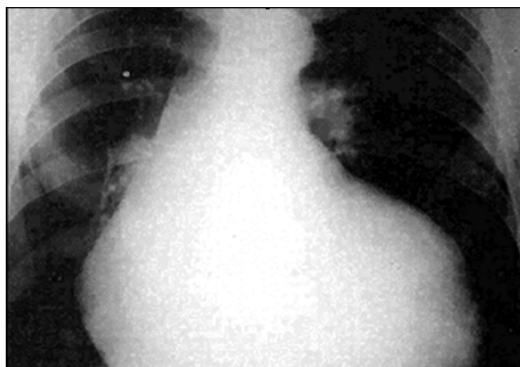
Radiografie toracică PA. Insuficiență aortică.
